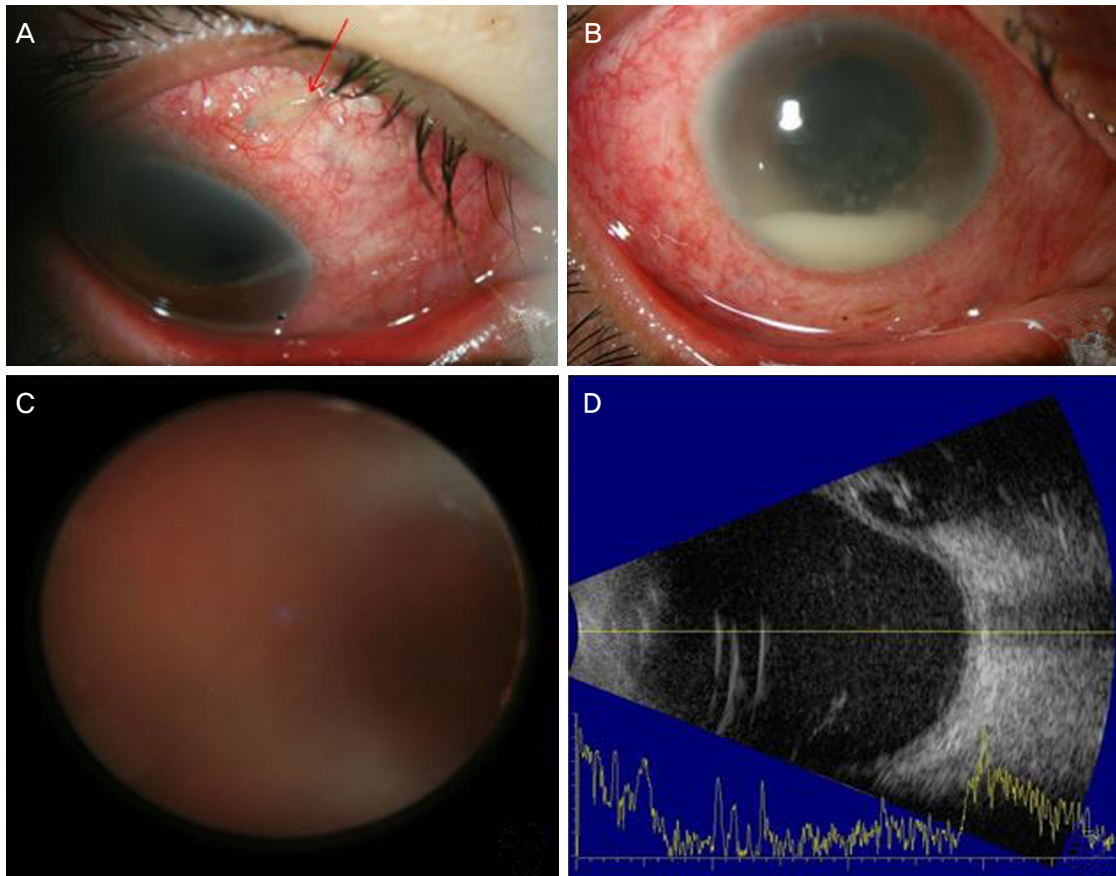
Preoperative clinical findings. (A) The photograph about exposure of the end of a scleral fixation suture through the conjunctiva at two o'clock on the right eye (arrow). (B) Keratic precipitates, hypopyon and severe conjunctival injection. (C) Blurry fundus due to severe vitritis. (D) Classic appearance of vitreous opacities, vitreous strands and membrane on B-scan ultrasonography.
